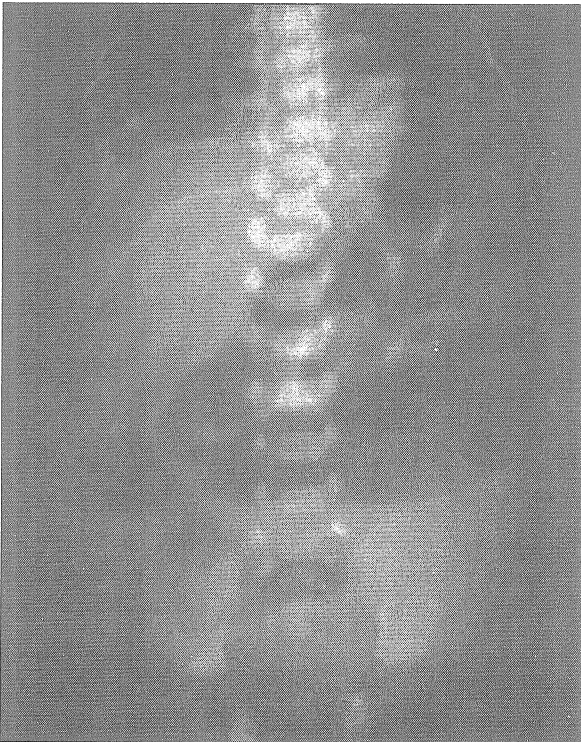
Dokuzuncu olgunun grafisinde futbol topu görünümü
